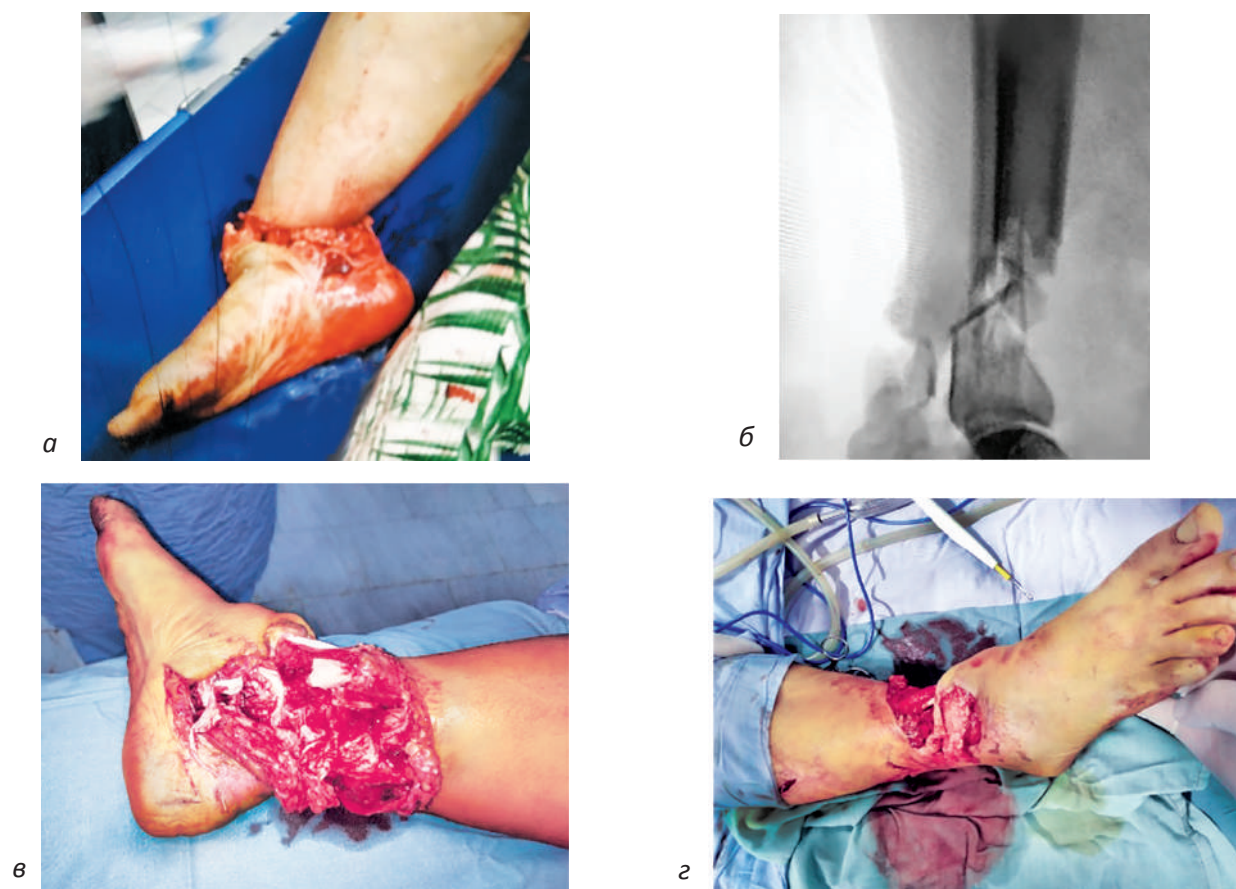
Вид конечности и рентгенограмма больной Т. при поступлении
